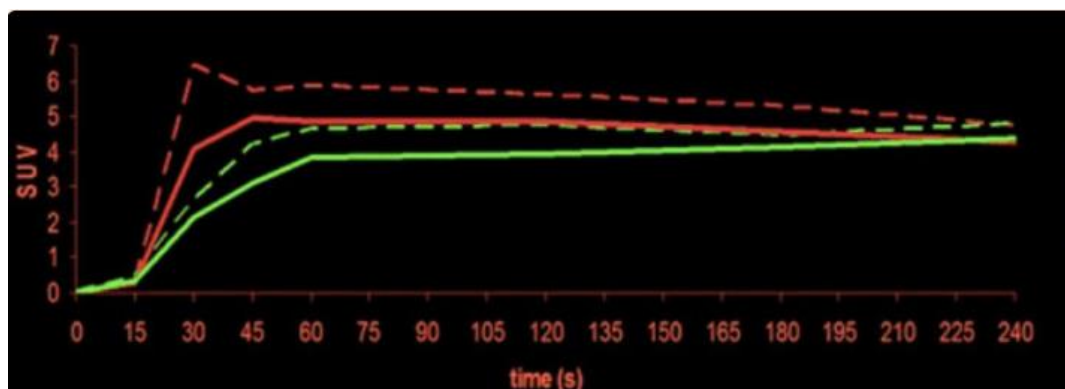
Curve di attività temporale del fegato normale e del tumore (HCC) da immagini PET FDG dinamiche (immagine a 30-45 secondi). Le curve del tumore mostrano un afflusso più rapido e picchi più alti rispetto al tessuto epatico (a causa dell'aumentata perfusione arteriosa), seguiti da una caduta più lenta, che raggiunge livelli non tumorali dopo più di 3 minuti (fegato normale verde, tumore rosso).
